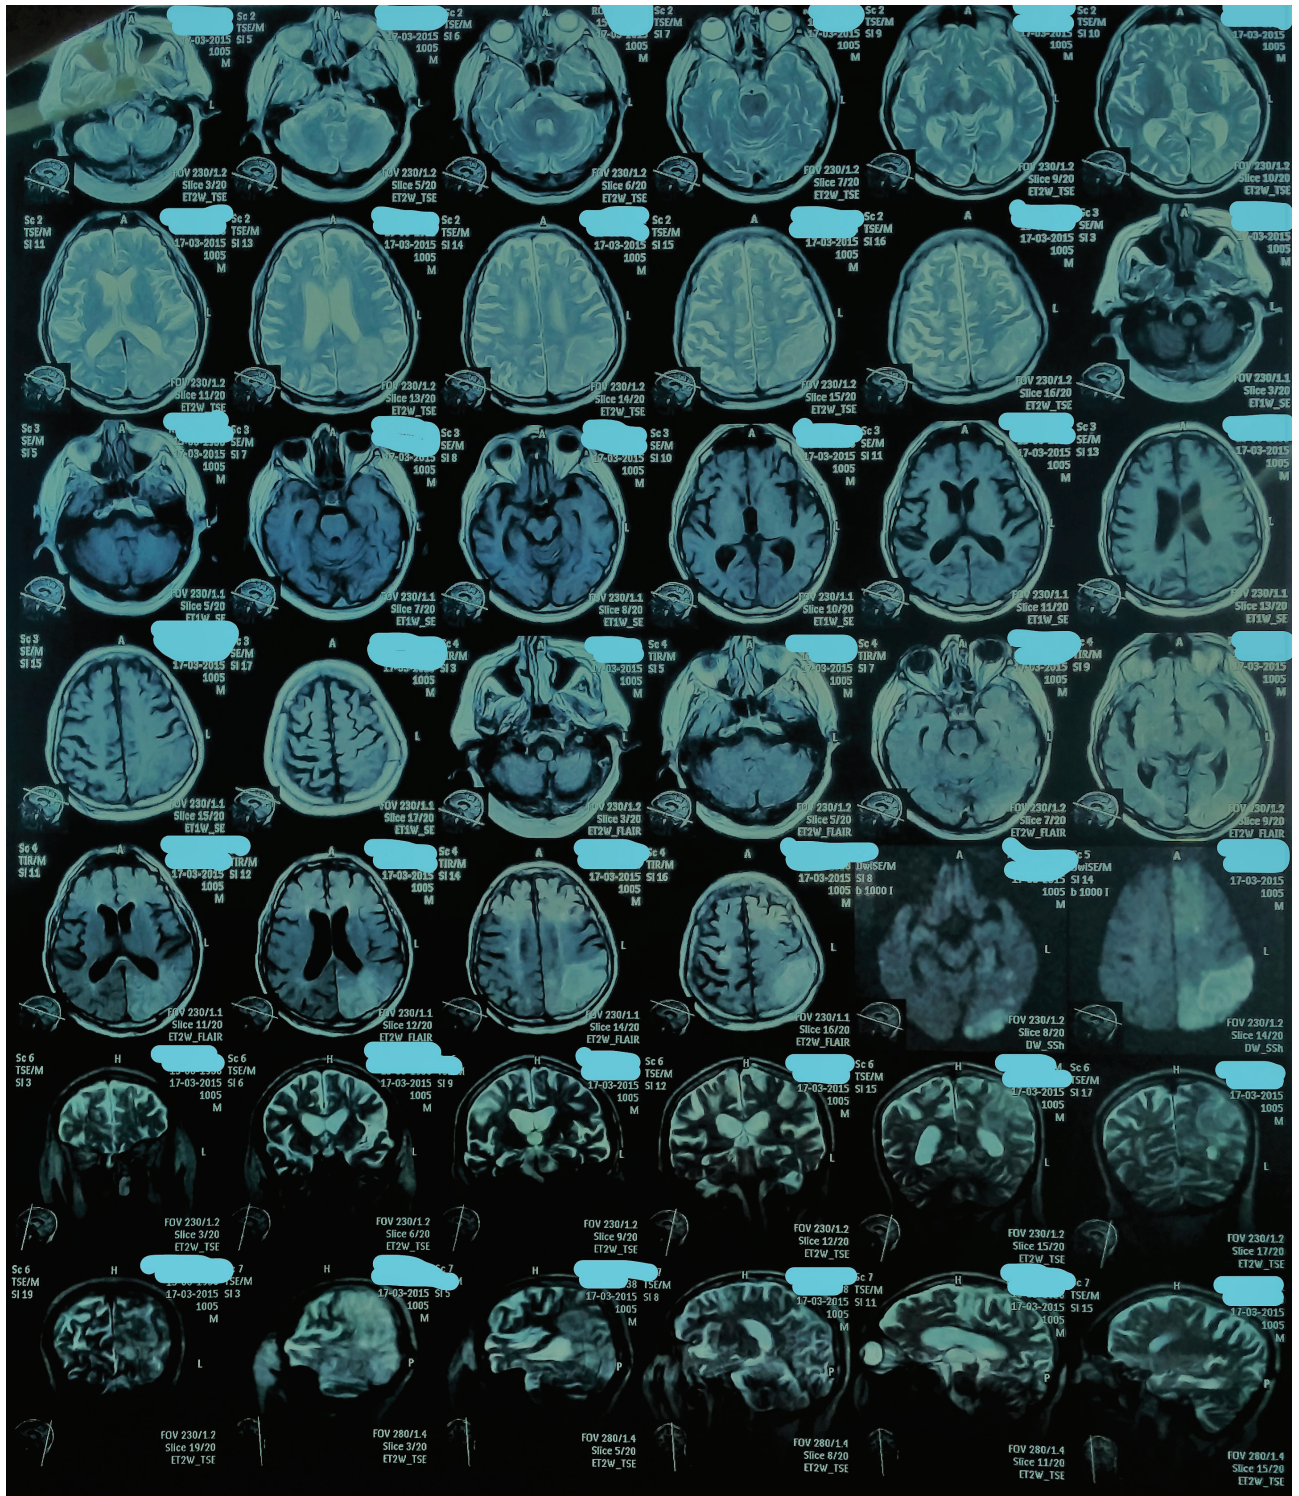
Магнитно-резонансная томография головного мозга
